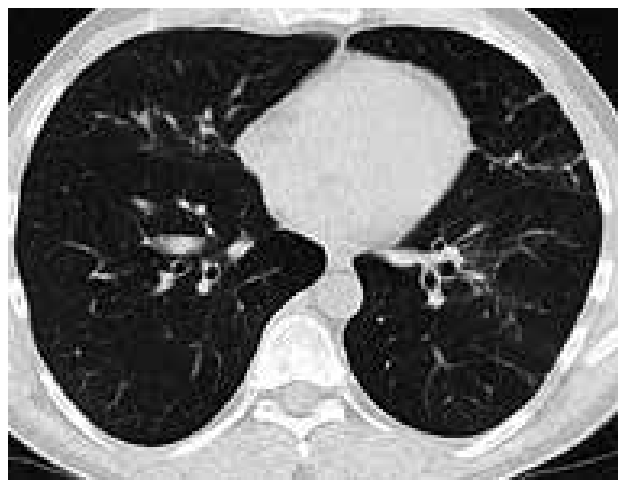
КТ органов грудной клетки (21.10.14 г.)
